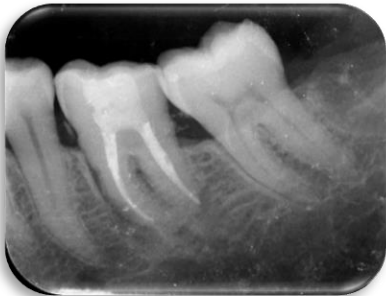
Radiografía periapical postoperatoria: 12 meses.
